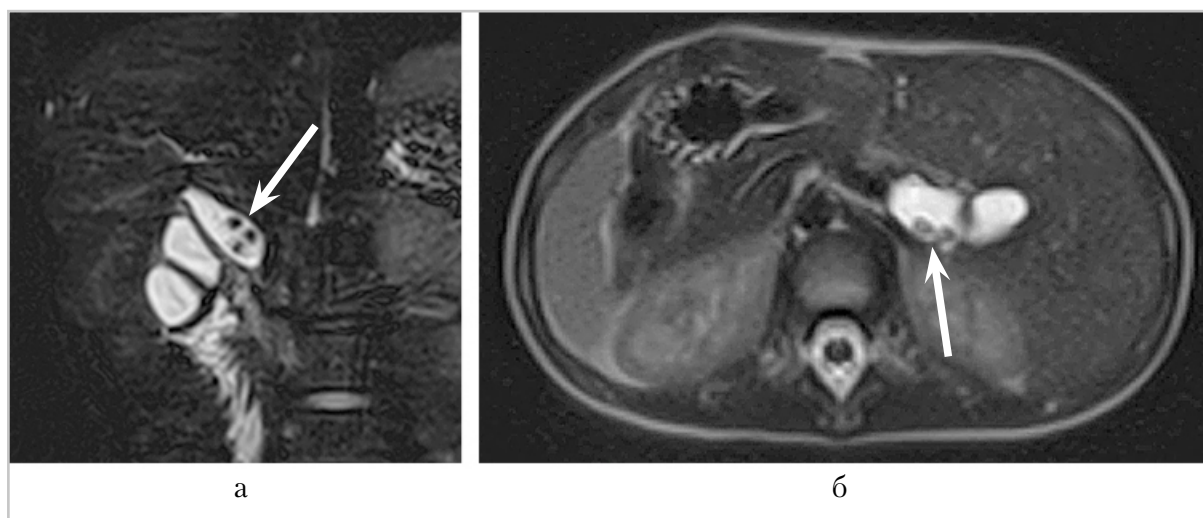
Магнитно-резонансное холангиопанкреатографическое изображение в коронарной плоскости (а) и магнитно-резонансная томограмма брюшной полости Т2-ВИ в аксиальной плоскости (б): в просвете кистозно трансформированного холедоха определяются гипоинтенсивные включения округлой формы – конкременты (стрелки)
